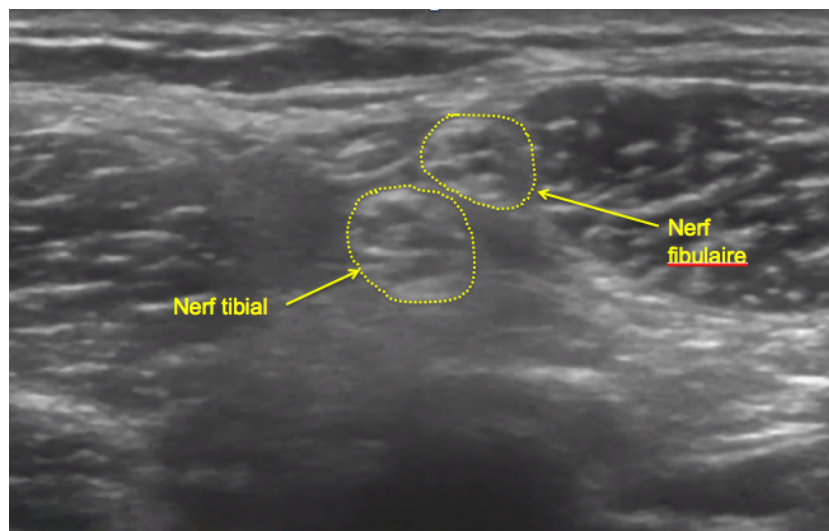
Bloc sciatique poplité au niveau de la bifurcation nerf tibial-nerf fibulaire, repérage échographique au niveau du creux poplité.
